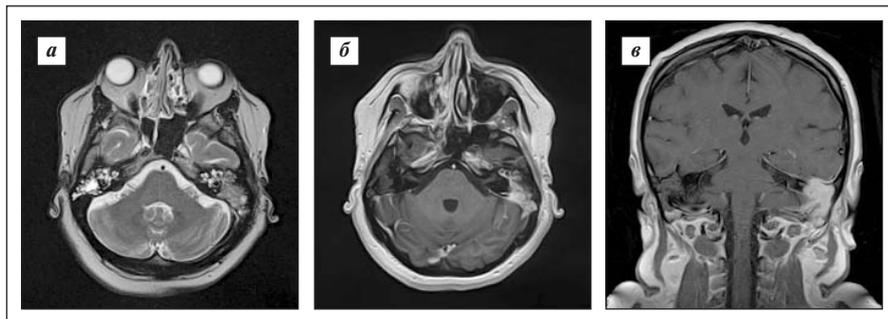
Магнитно-резонансные томограммы головного мозга, T2-, T2 Flair-ИП, аксиальная плоскость (а, б); T1-ИП с контрастным усилением, корональная плоскость (в). Гиперинтенсивный сигнал от воздухоносных клеток пирамиды правой височной кости на T2-, T2 Flair-ИП без контрастного усиления и на T1-ВИ после контрастирования, обширная однородная зона гиперинтенсивного сигнала в пирамиде левой височной кости на T2-, T2 Flair-ИП с однородным контрастным усилением от мягкотканного компонента после контрастирования.
